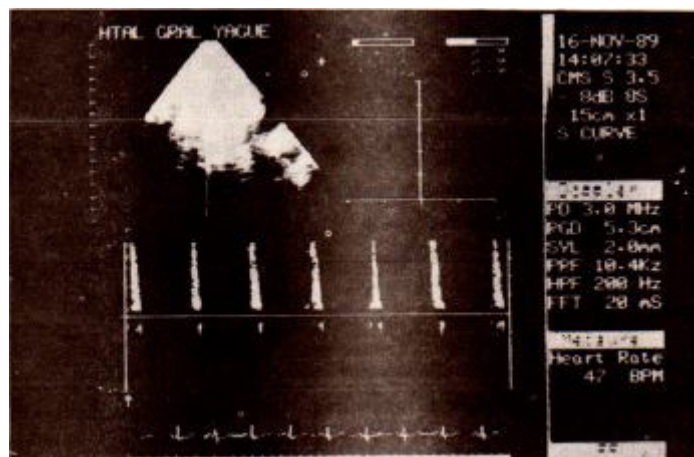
Ecocardiografía modo M y Doppler fetal (24 semanas+5días) Frecuencia ventricular 47 latidos/minuto.
